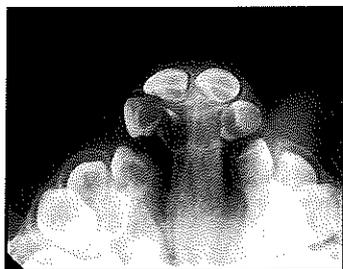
Aspect radiographique pré et post-opératoire d'une fente alvéolaire bilatérale d'après Mercier(37).
